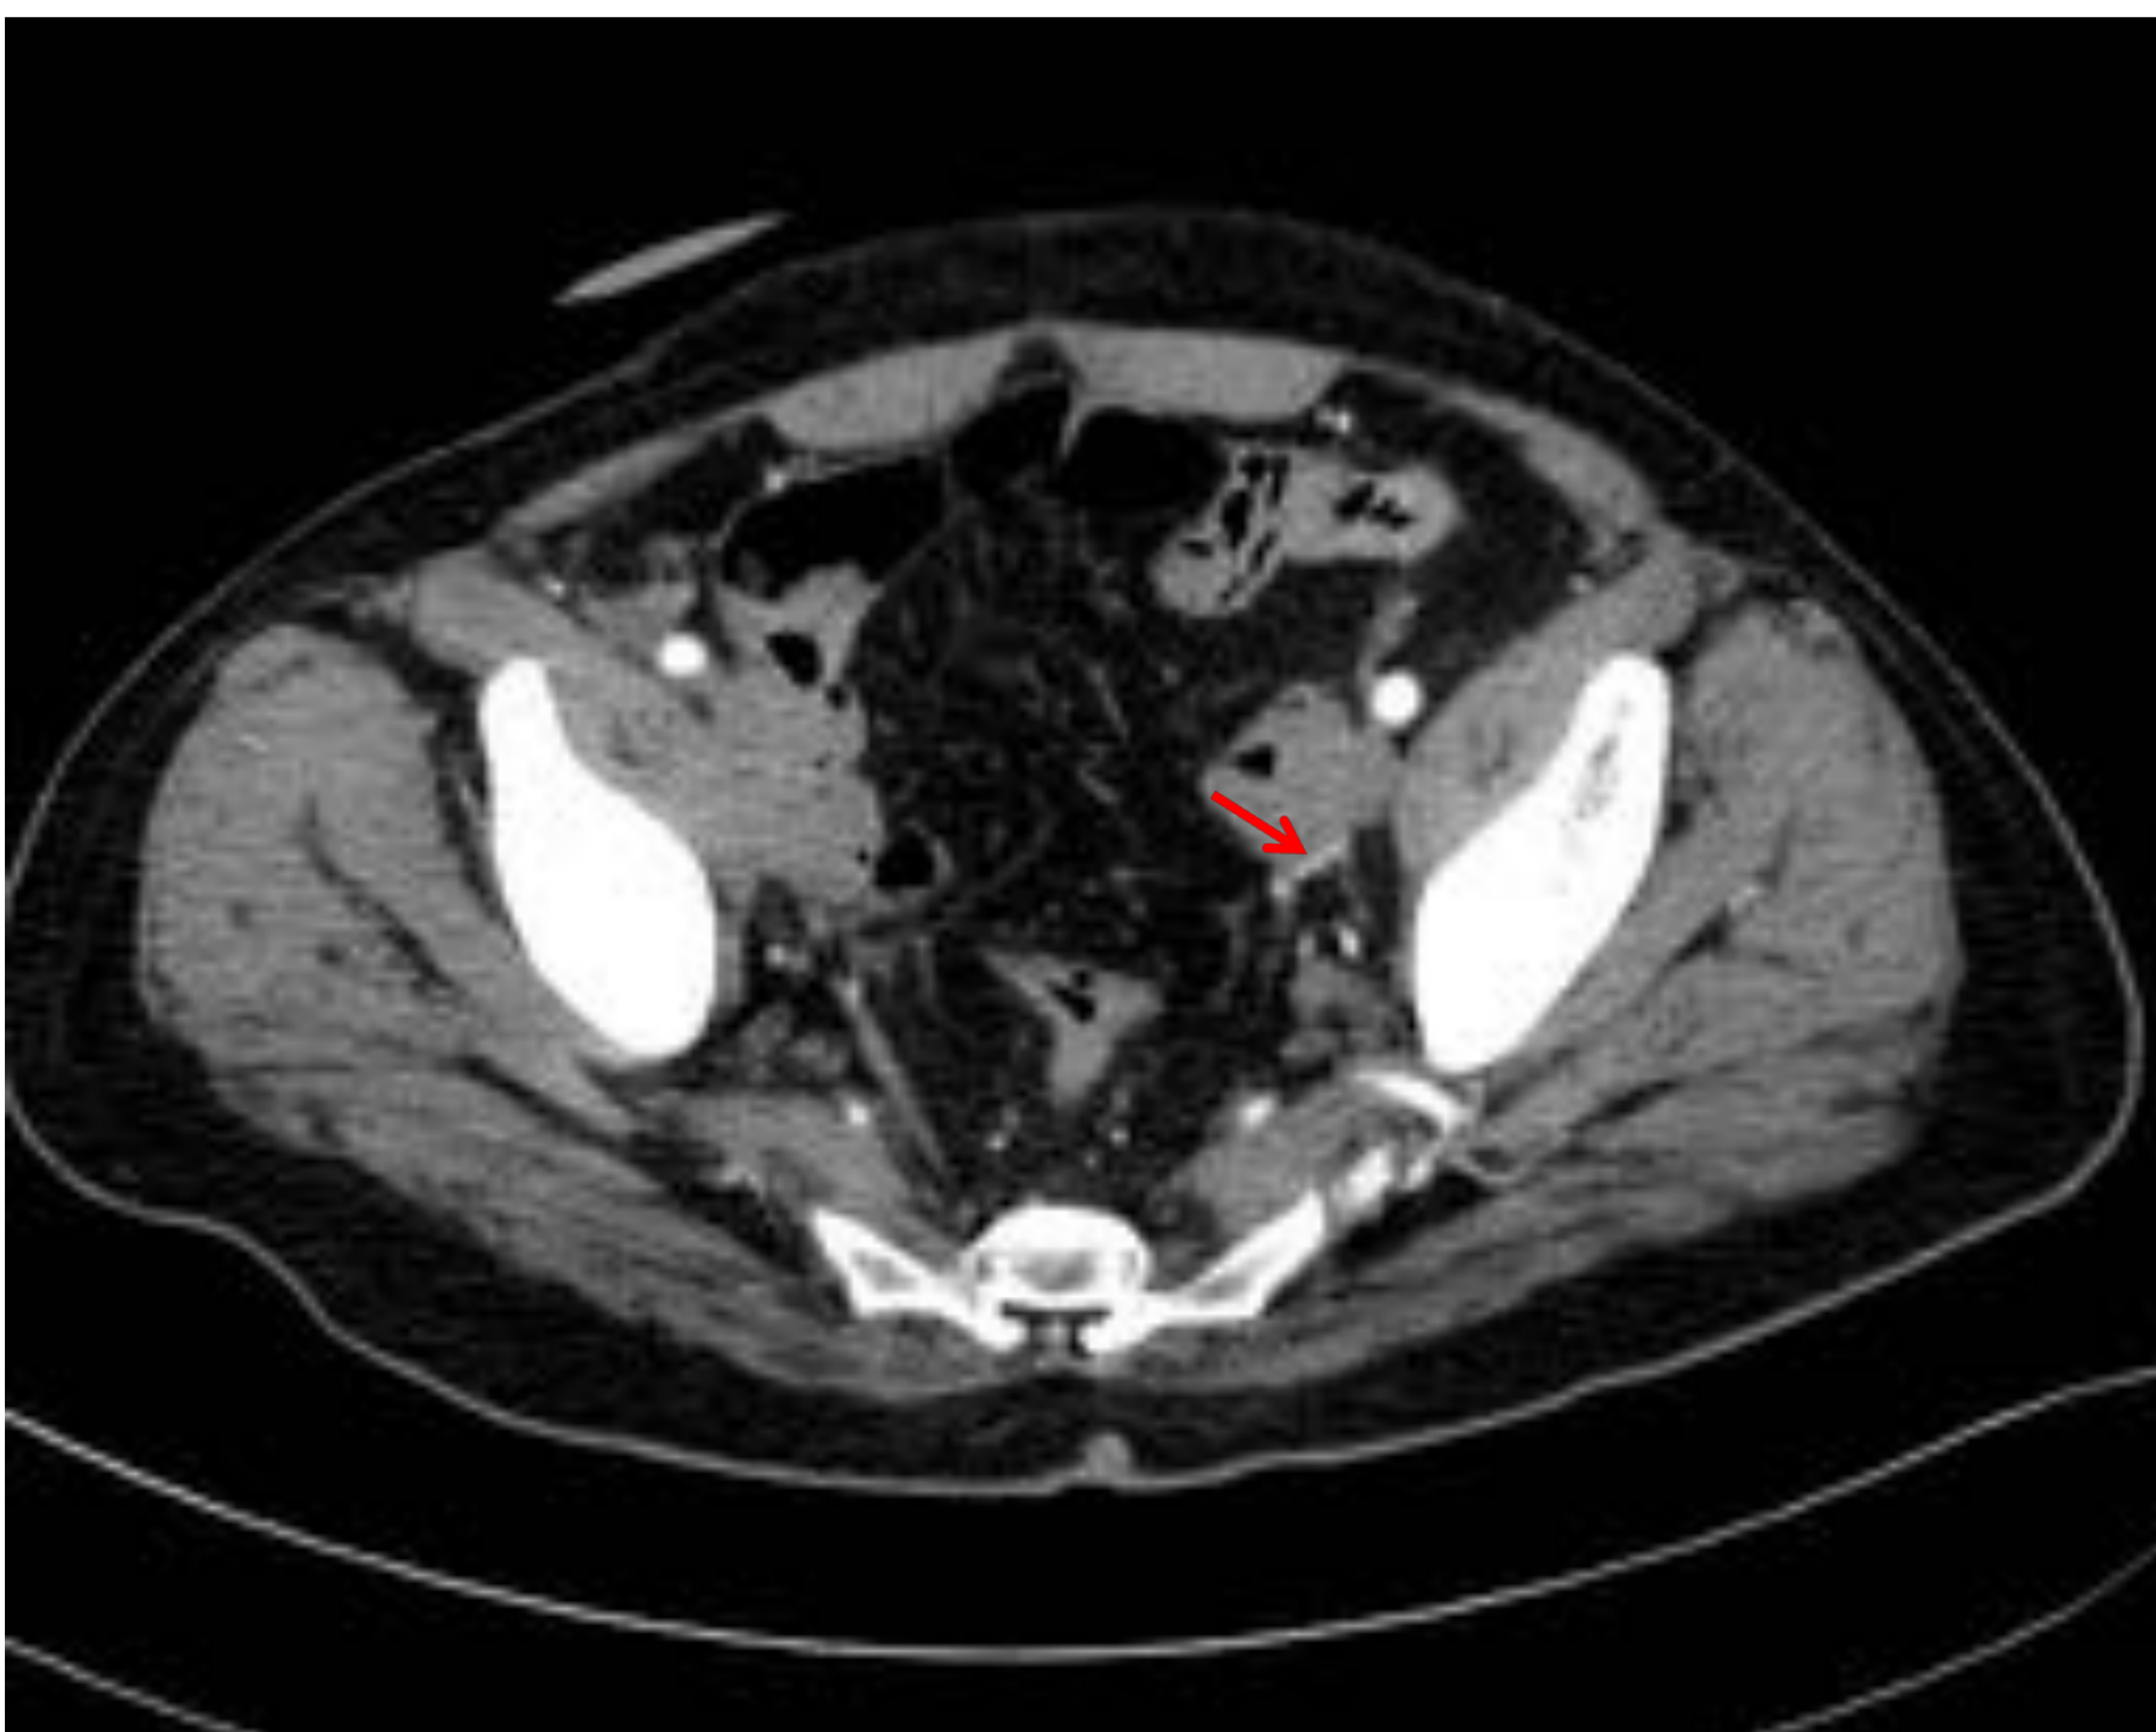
Tomografía computarizada axial con contraste intravenoso de paciente operado de cistectomía radical y ureteroileostomía. Cambios postquirúrgicos de linfadenectomía en ambas cadenas ilíacas internas (flechas rojas).
